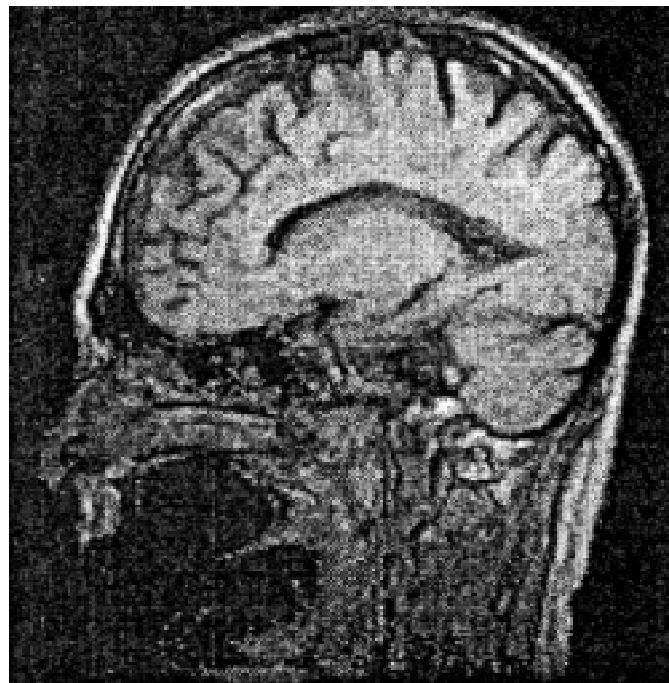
МР-томограма хворого М., 58 років. ХПМК II ст. Т1-зважене зображення. Розширення борозен конвекситальних відділів великих півкуль
